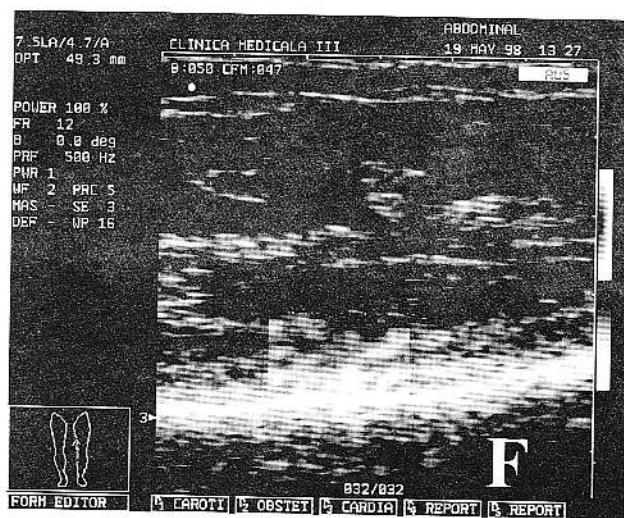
Hiperemie sinovială evidențiată prin Power Doppler. Secțiune longitudinală prin recesul medial al bursei suprapatelare la un bărbat cu artrită gonococică. F- femur
